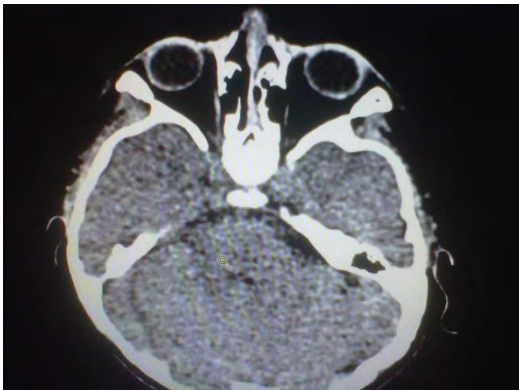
TAC cerebral con trayecto del conducto nasolagrimal corto, paredes anterior y medial ausentes; comunican bilateralmente con el meato inferior hacia el surco nasogeniano.
